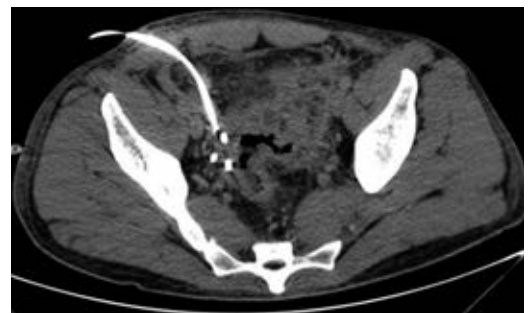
Tomografía que demuestra disminución importante de la colección supravesical.
